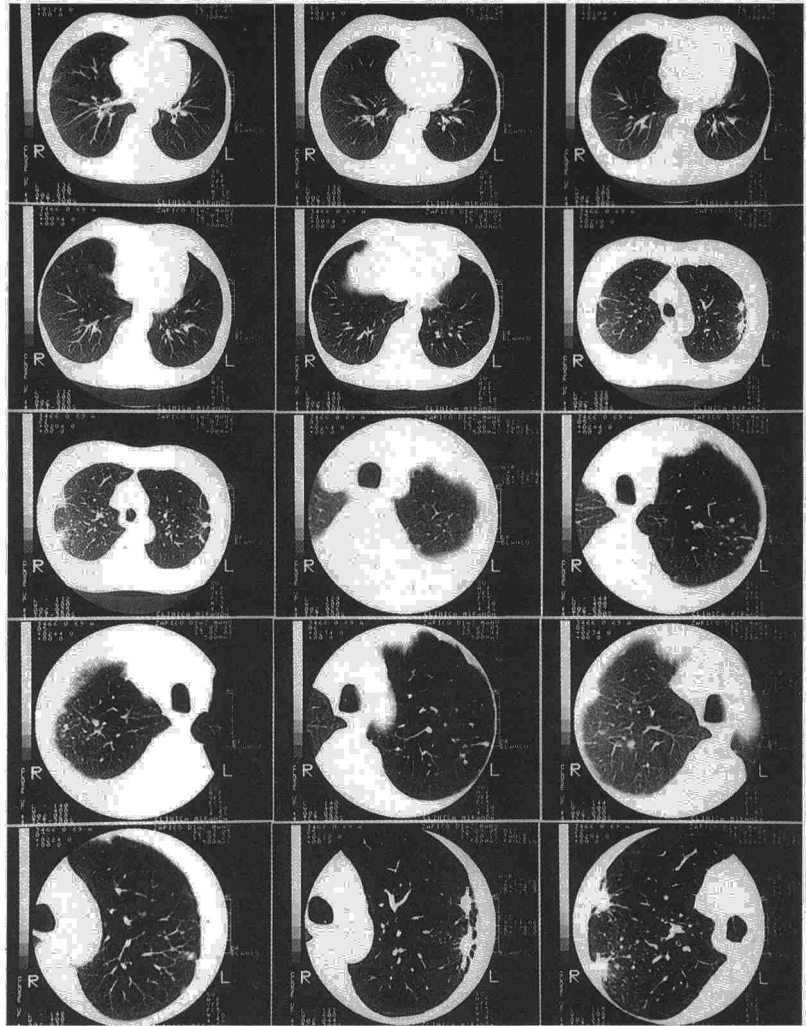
Paciente incluido en la categoría 2 de acuerdo con la RT. En estos cortes de TAC, se aprecia un claro patrón micronodular, que confluye en el pulmón derecho (R) e inicia confluencia en el izquierdo (L).
